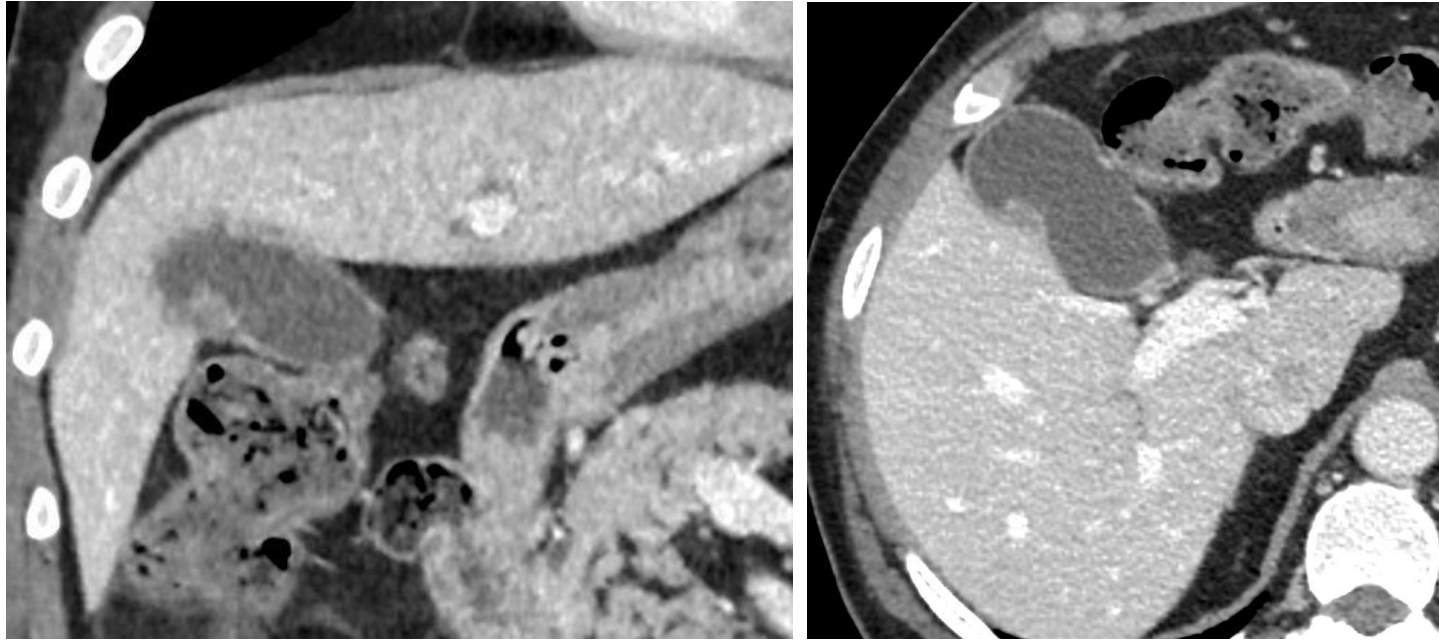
TC con contraste. Engrosamiento nodular de la pared vesicular con base de implantación amplia.
